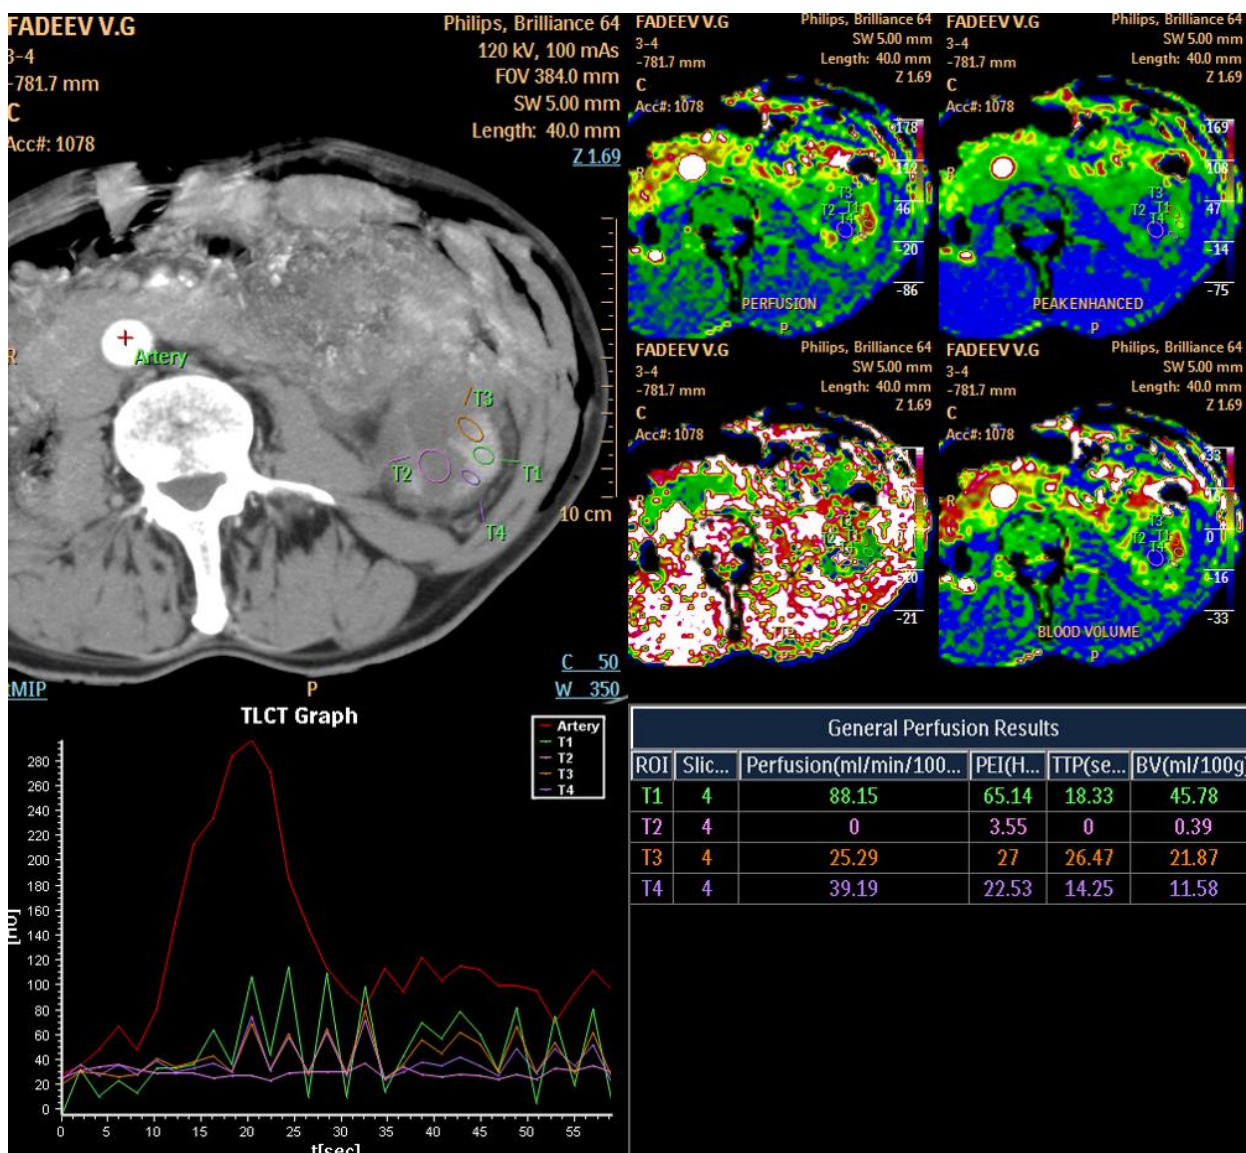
Перфузионная карта больного ЛРП после безишемической резекции с последующим наложением гемостатического шва.
